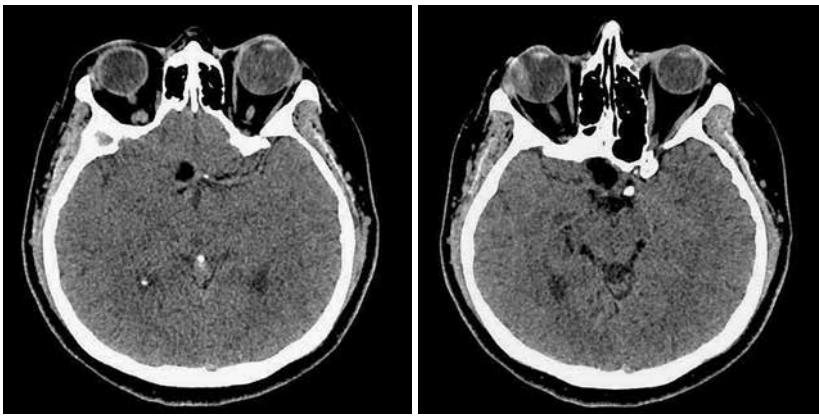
Доопераційна МСКТ
